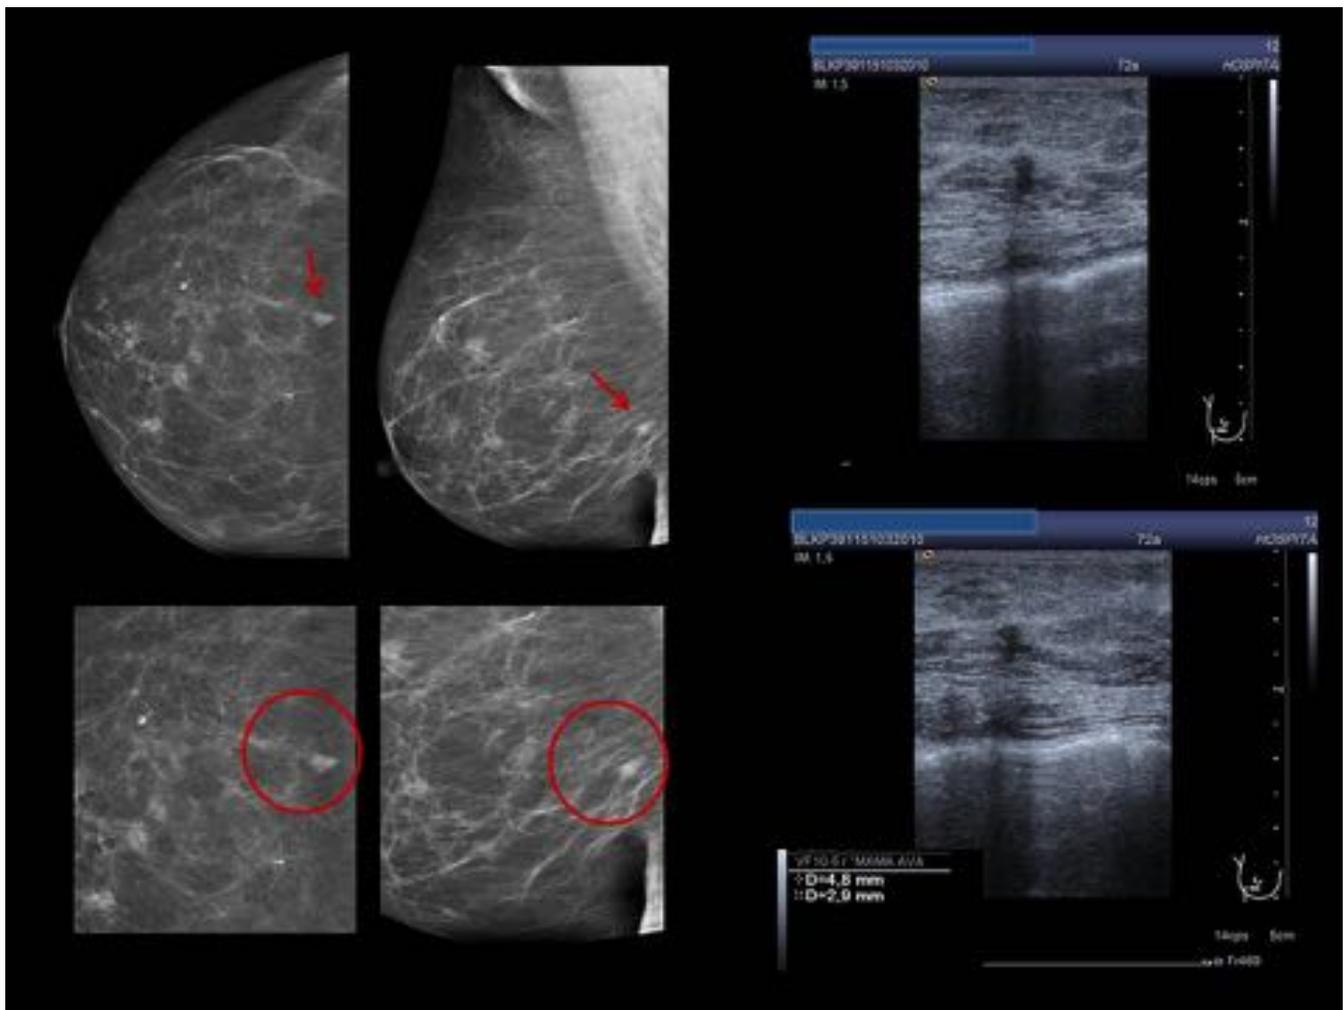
Proyecciones craneocaudal y mediolateral-oblicua mama derecha, y ecografía complementaria mama derecha. En la mamografía se aprecia una asimetría de densidad en línea intercuadrántica inferior, con contorno pseudonodular en el margen posterior. En la ecografía corresponde a nódulo irregular con mala transmisión acústica y eje mayor perpendicular a la piel. Se realizó biopsia guiada con ecografía, obteniéndose como resultado anatomopatológico: carcinoma infiltrante.
